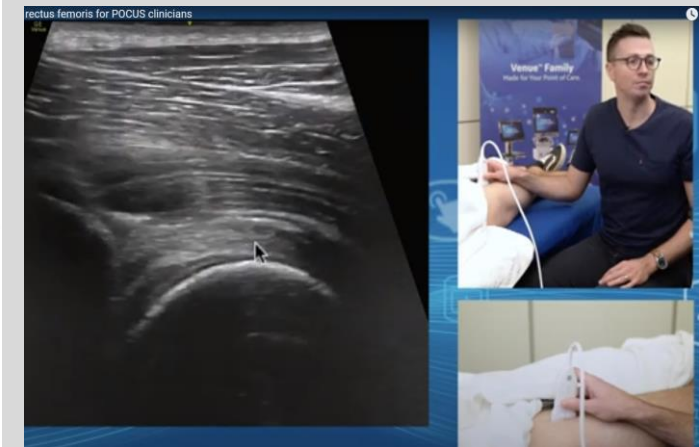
Typical transverse ultrasound images of thigh muscle thickness.
